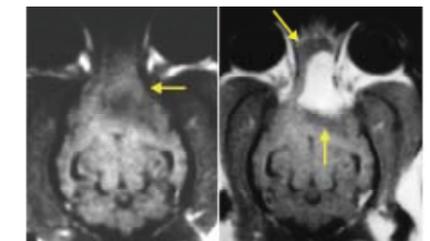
腫瘍周辺の脳浮腫と腫瘍組織の増強効果を示すMRI画像(左:T1強調画像、右:造影T1強調画像)。左の像における低信号領域(矢印)が腫瘍と周辺の浮腫をととも含む領域。右の像では腫瘍の実質部分は増強効果を示し、白く観察できる。その広い領域の周辺に広がる低信号領域(矢印)が、腫瘍周辺に広がる脳浮腫領域に相当する。
